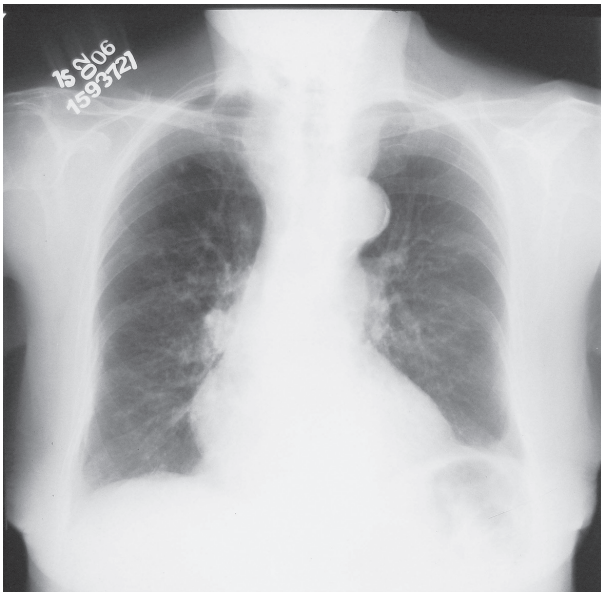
Radiografia de tórax em PA realizada 15 dias após admissão mostrando o desaparecimento das anormalidades anteriormente descritas.
